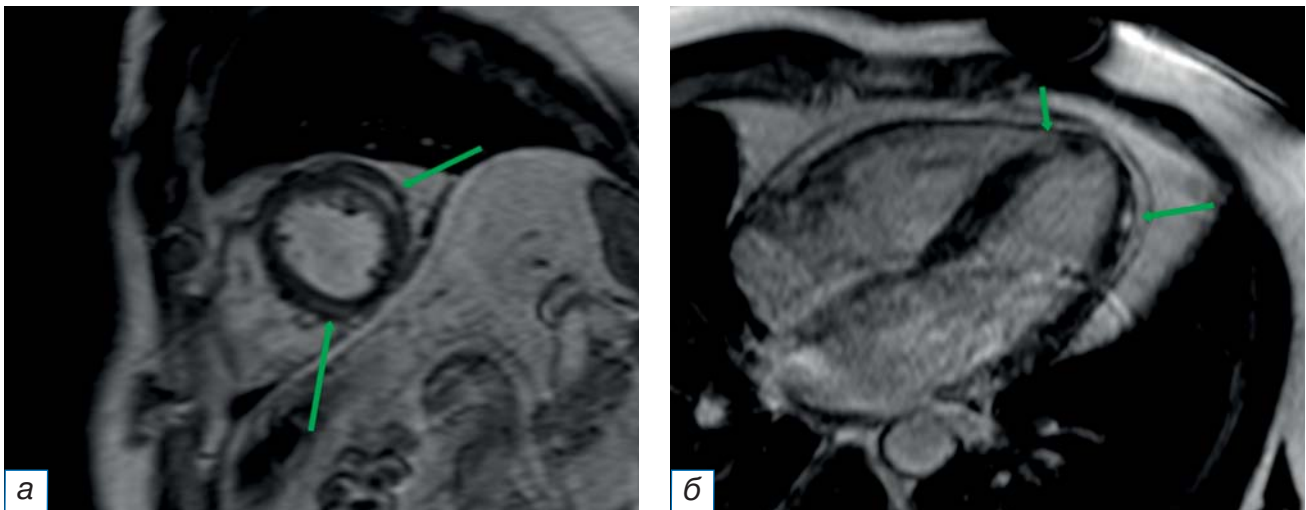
Магнитно-резонансная томография сердца, отсроченные серии с контрастным усилением (MDE): а — изображение по короткой оси сердца; б — четырёхкамерная проекция. Стрелками указаны интрамиокардиальные очаги накопления контрастного препарата, соответствующие воспалению.
